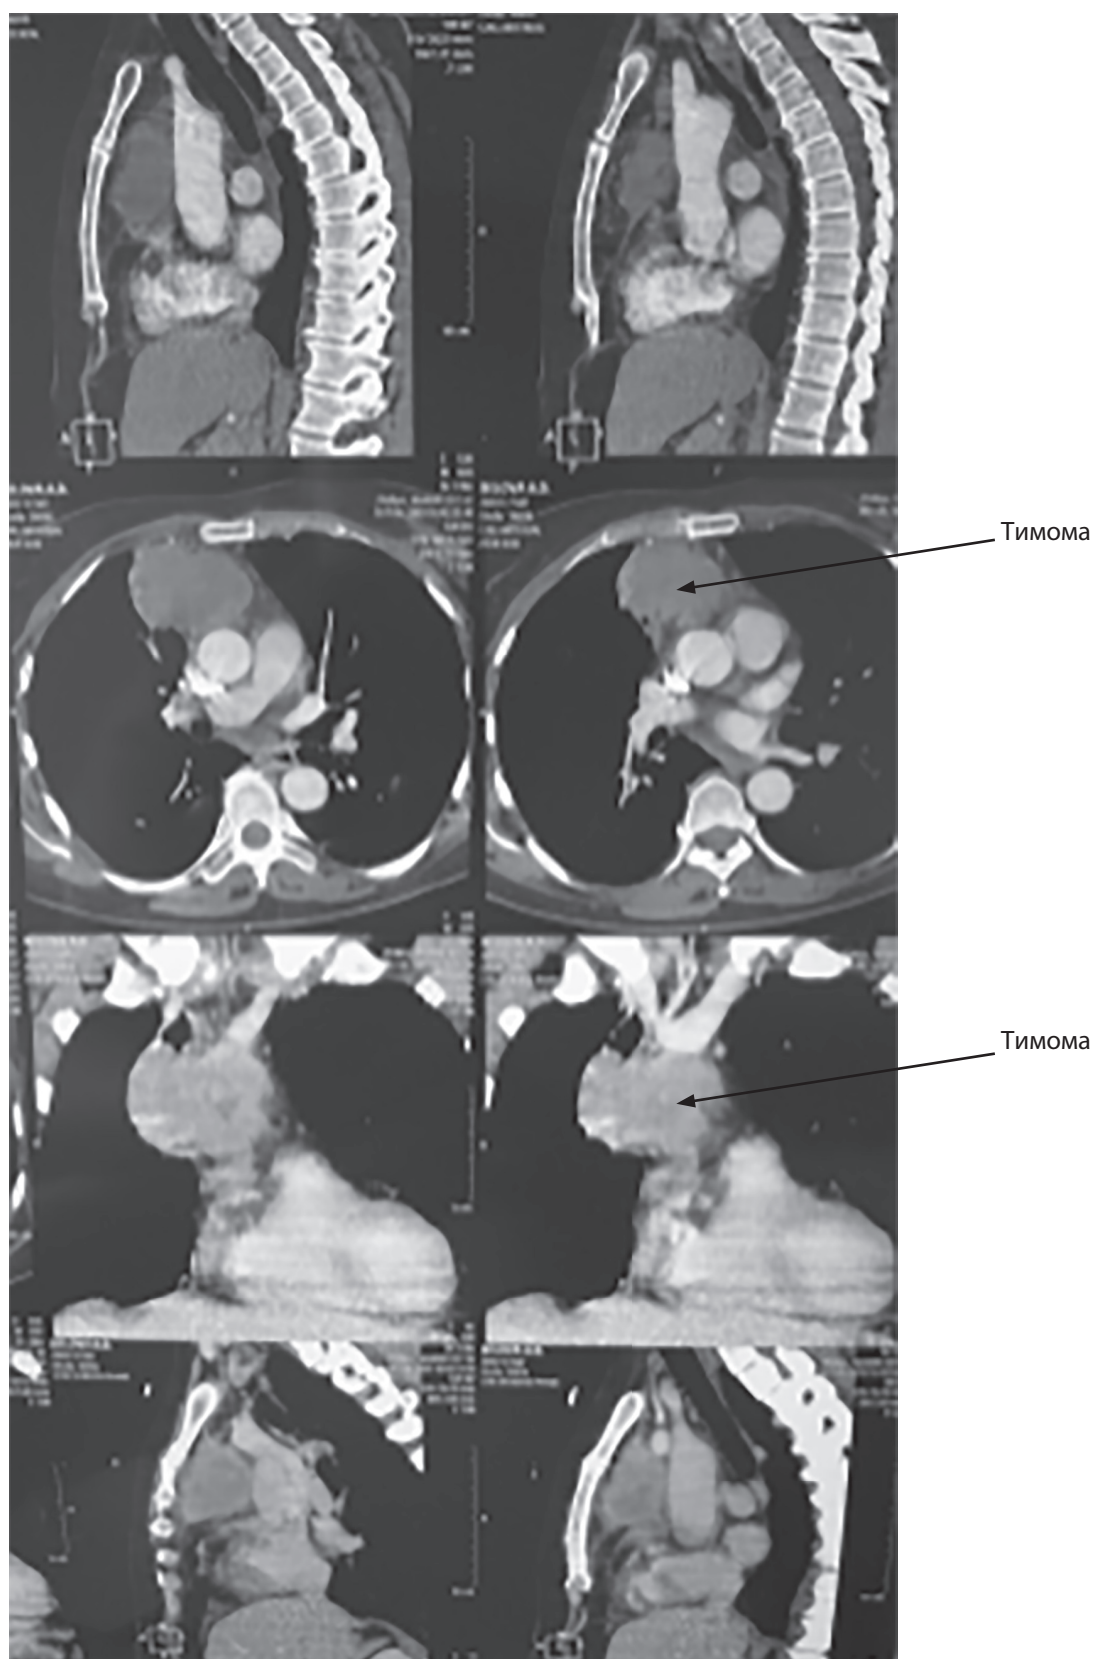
МСКТ до операції
